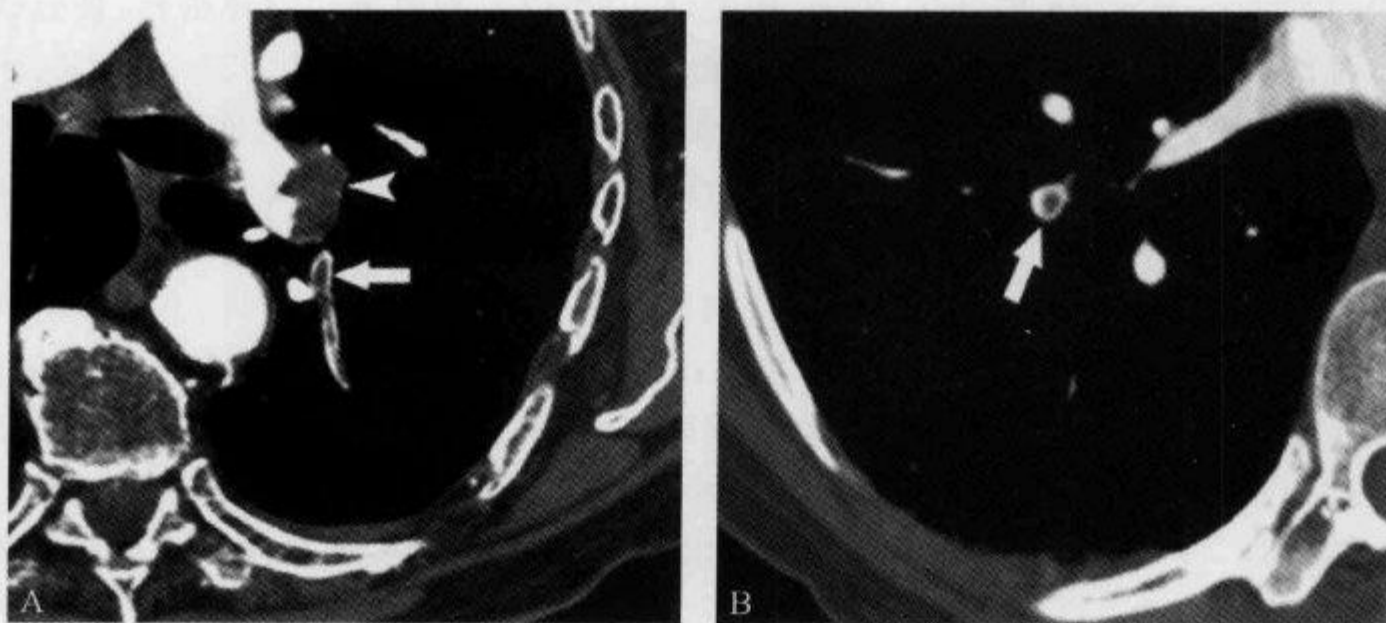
胸部 CT 增强示“双轨征”及“靶征”
